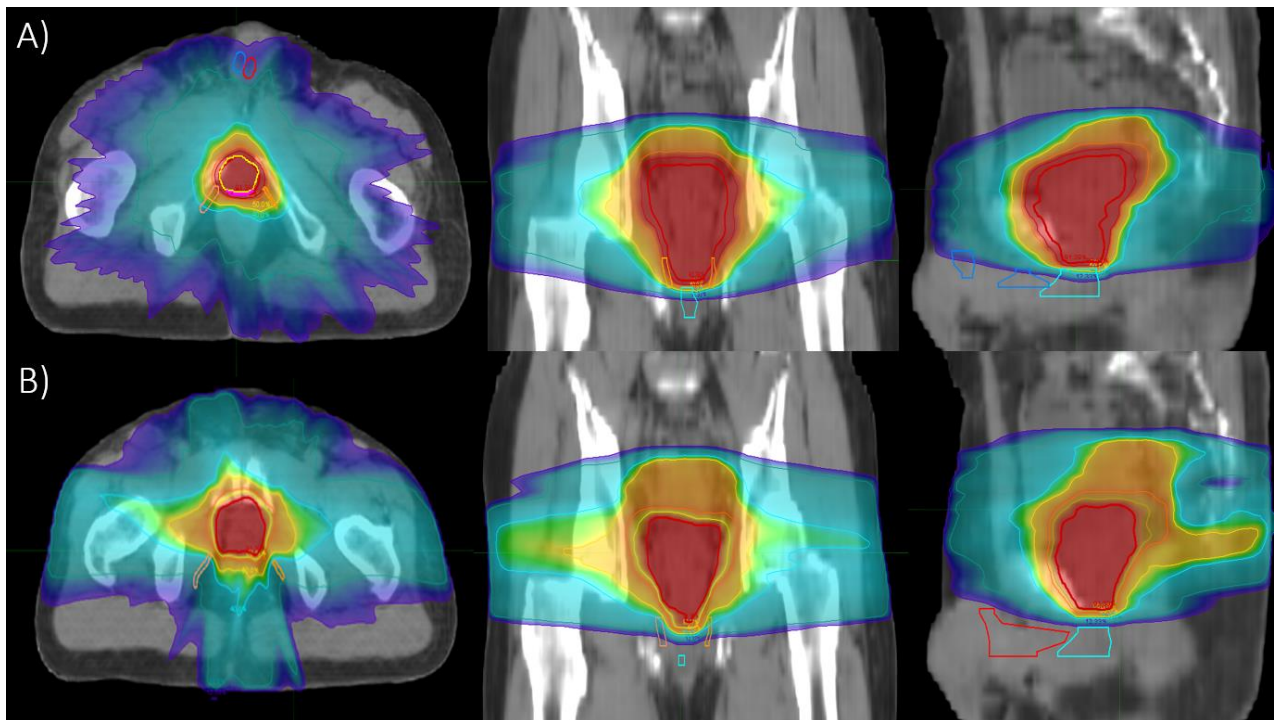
Dose distributions calculated from strategy with A) delineation performed on pCT and B) delineation performed on MRI with sexual preservation
